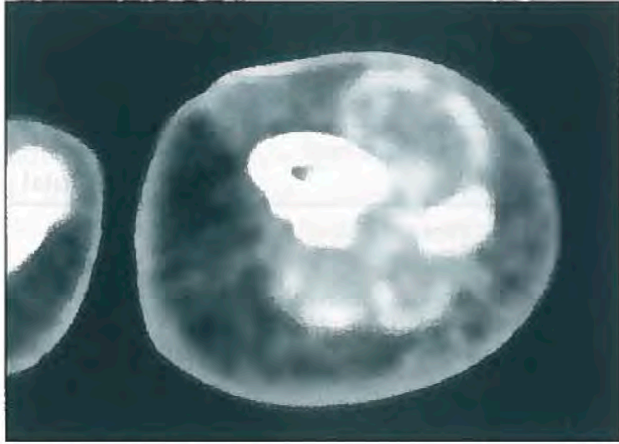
TAC del caso de la figura 1 (condroma de partes blandas), detallando la matriz condral del tumor.
